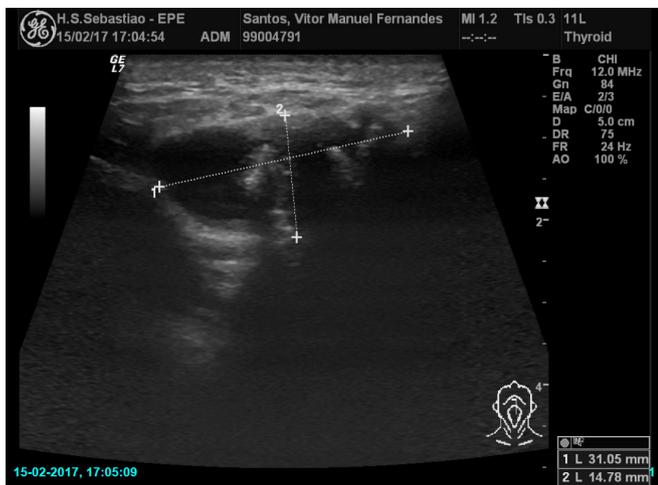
Ecografia tiroidea: formação nodular heterogênea, lobulada, maioritariamente quística, com algumas áreas centrais sólidas, esboçando pequenos focos hiper-reflectivos sugestivos de calcificações.
